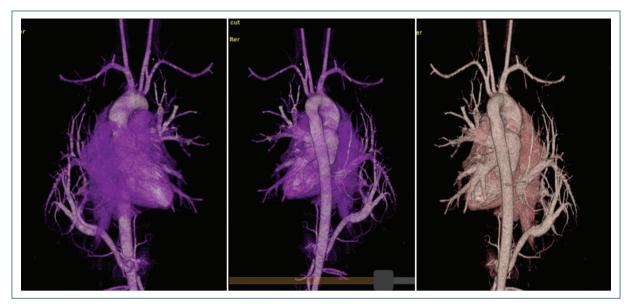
Imágenes de angiotomografía en reconstrucción 3D en las que se evidencia una rama colateral de la aorta abdominal al lóbulo inferior del pulmón derecho.
